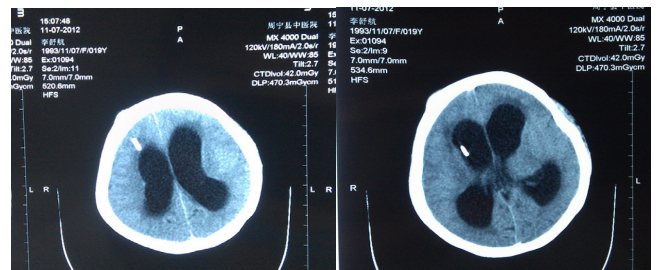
头颅CT(2012.11.7):脑积水明显加剧(导水管狭窄)
